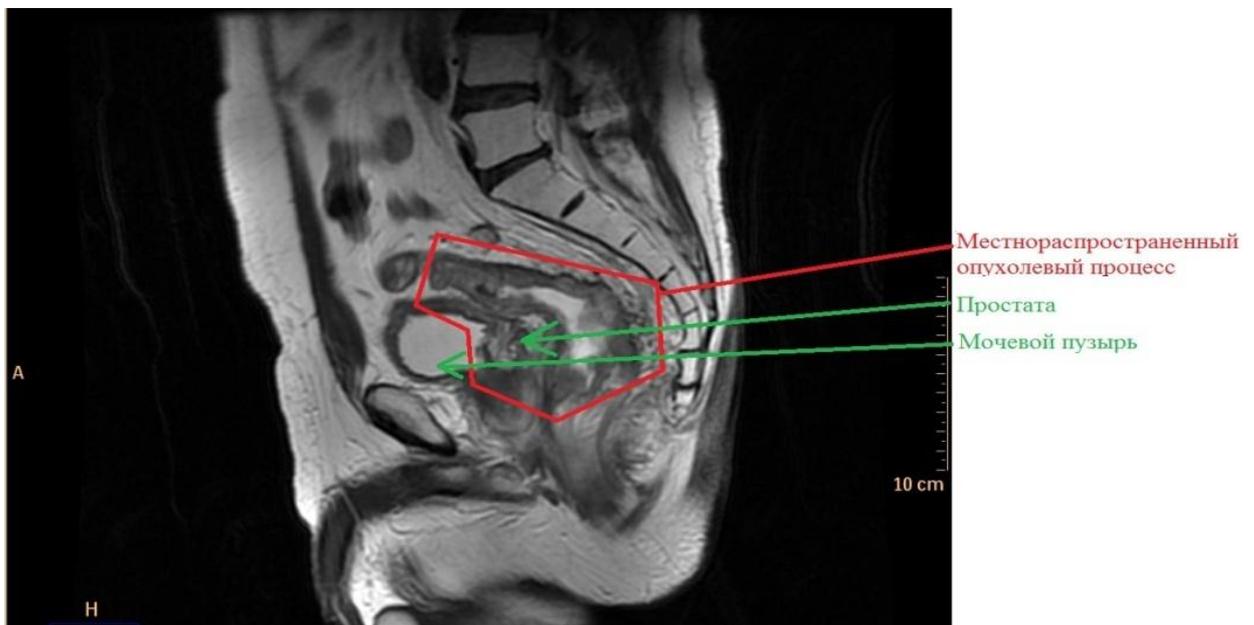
МРТ малого таза больного В., и. б. 06789/6.
